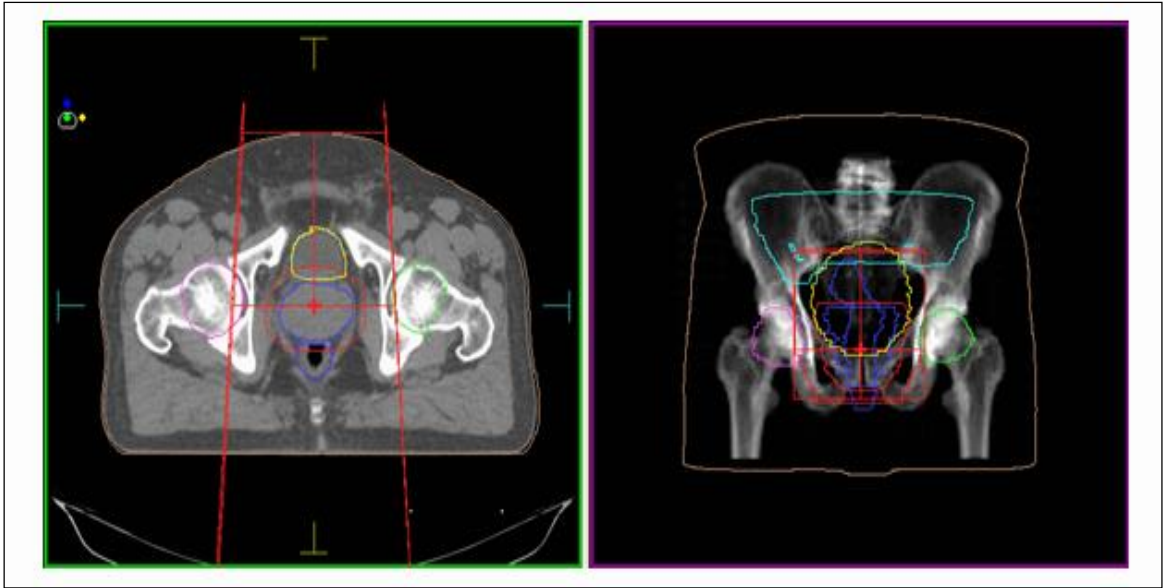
Imagens de TC de um doente de próstata e os respectivos volumes alvos.
